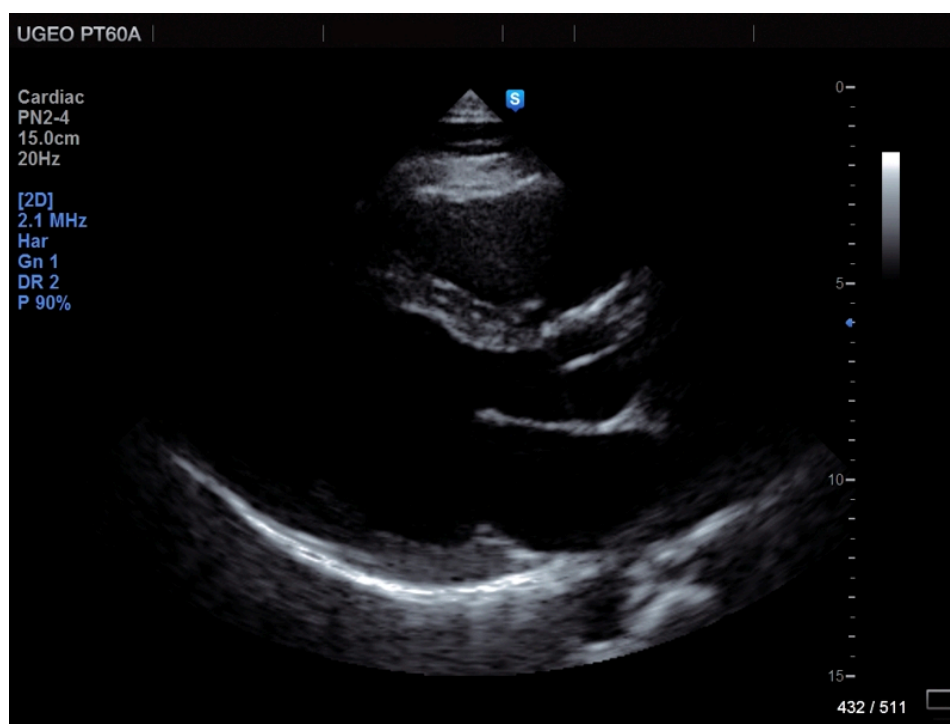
Эхокардиографическое исследование беременной. Срез по длинной оси левого желудочка и расчет параметров центральной гемодинамики матери
